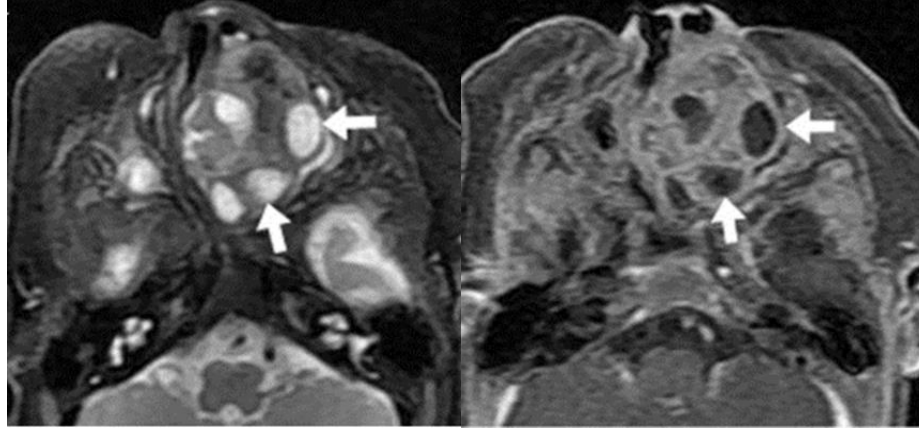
Хондромезенхімальна гамартома. МРТ навколоносових пазух Т2-, Т133 F/sat в аксіальній площині – у лівій носовій порожнині визначається округле, неоднорідної структури утворення за рахунок кістозного компоненту. Стрілками показано відповідні сигнальні характеристики – гіпер- і гіпоінтенсивні відповідно (за Wang T. et al.)
